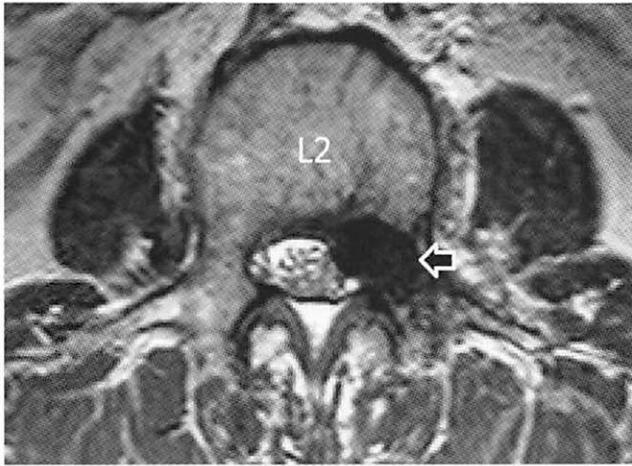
L2 の pedicle 近傍の MRI (T2WI) axial view である. 左 pedicle の内側に大きな円形の flow void が脊椎管腹側に認められる.
